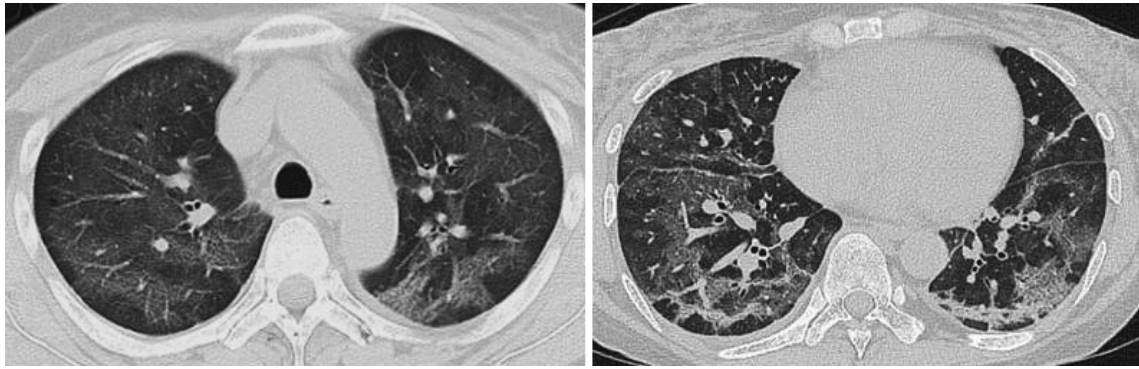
Chest CT scan on admission showed diffuse and non-segmental ground-glass shadows in both lungs, a marked thickening of the interlobular septa, and mottled fused shadows.
